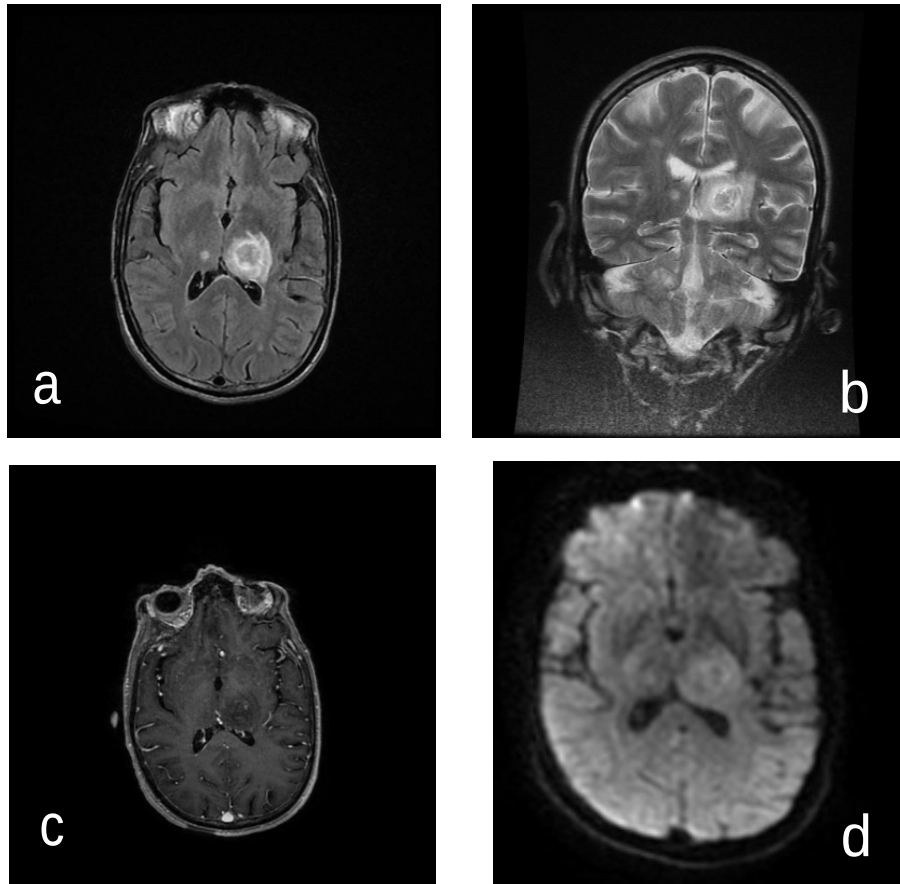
IRM cérébral d'une toxoplasmose cérébrale en coupes axiales séquence pondérée FLAIR (a) en coupe coronale en T2 (b) et coupes axiales en T1 après injection de gadolinium (c) et diffusion b1000, objectivant une lésion thalamique bilatérale plus volumineuse à gauche en hypersignal T2, FLAIR et diffusion entourée d'un liseré en hypersignal avec œdème périlesionnel rehaussé en périphérie .*
